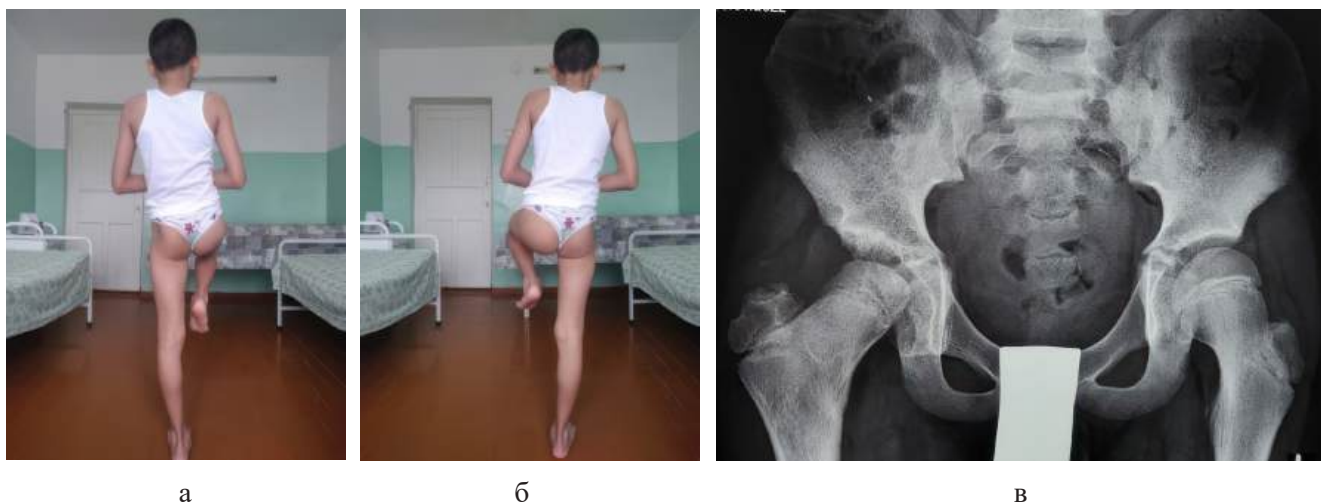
а,б - СПО. Симптом Тренделенбурга – отрицательный. в - на обзорной рентгенограмме тазобедренных суставов реконструированный проксимальный конец правой бедренной кости имеет шеечно-диафизарный угол в 120° , сформированная головка и удлиненная шейка центрированы на дно вертлужных впадин.
